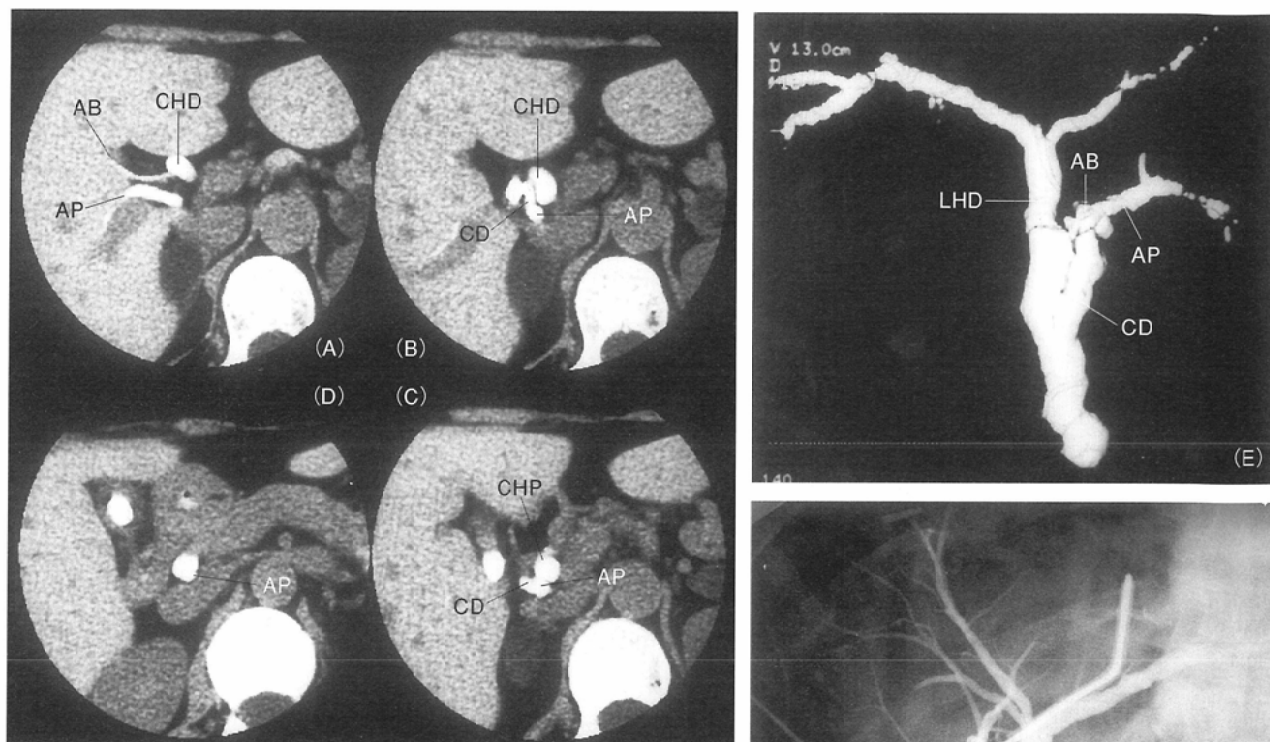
Fifty-year-old woman with type I aberrant posterior bile duct (case 5). Two-dimensional (2D) image of helical CT cholangiogram show the aberrant posterior bile duct located posterior to right hepatic duct (A). The junction of cystic duct and the aberrant posterior bile duct (B and C) and the junction of the aberrant posterior bile duct and common bile duct (D) are shown on 2D images. The posterior view of three-dimensional (3D) reconstructed image of helical CT cholangiogram and the right anterior oblique view of the operative cholangiogram demonstrate type I aberrant bile duct (E and F).
